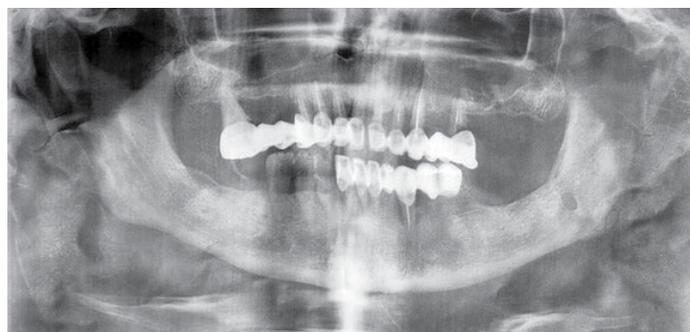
Ортопантомограмма до лечения.
